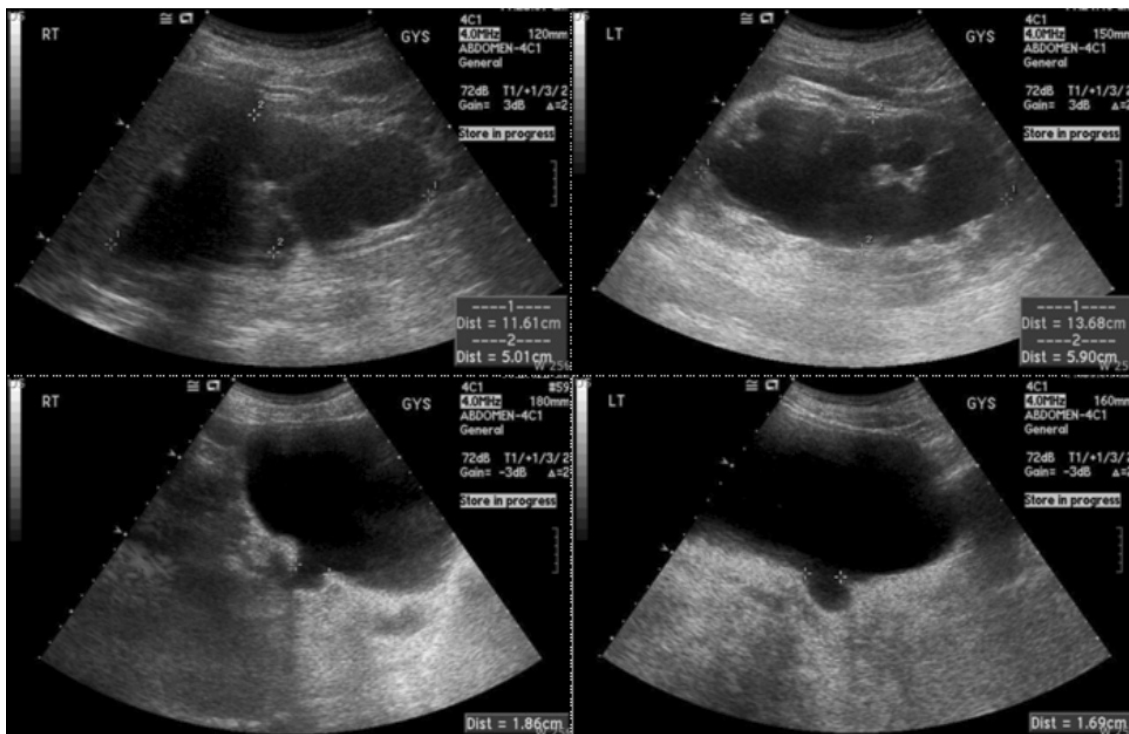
Kidney US. Ultrasonogram shows increased both kidneys in size and calyceal, renal pelvis dilatation. Bilateral ureters are dilated and bladder is distended. Also, bladder shows lobulated outer contour.
